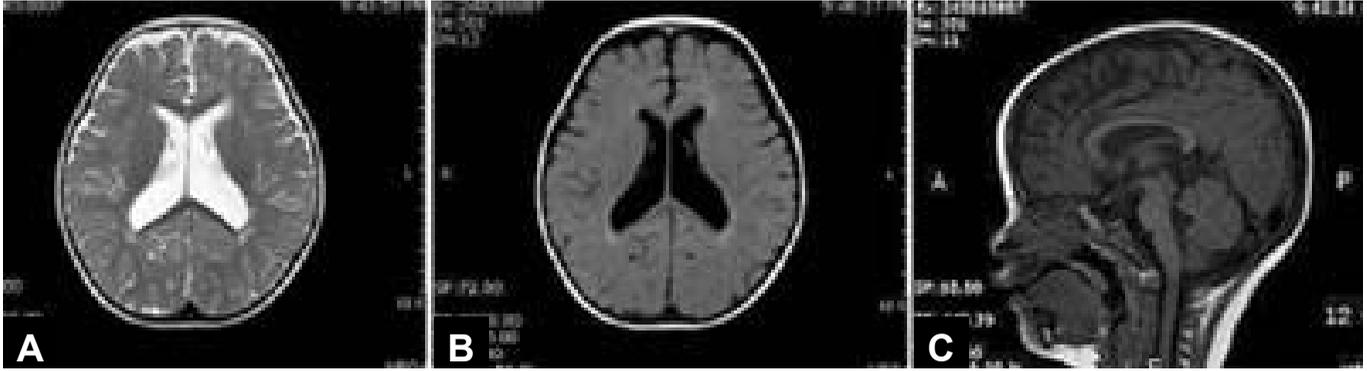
A, B, T1, T2 weighted MRI scan demonstrates the mild dilatation of lateral ventricle. C, A midsagittal T1 weighted MRI shows the normal corpus callosum.
